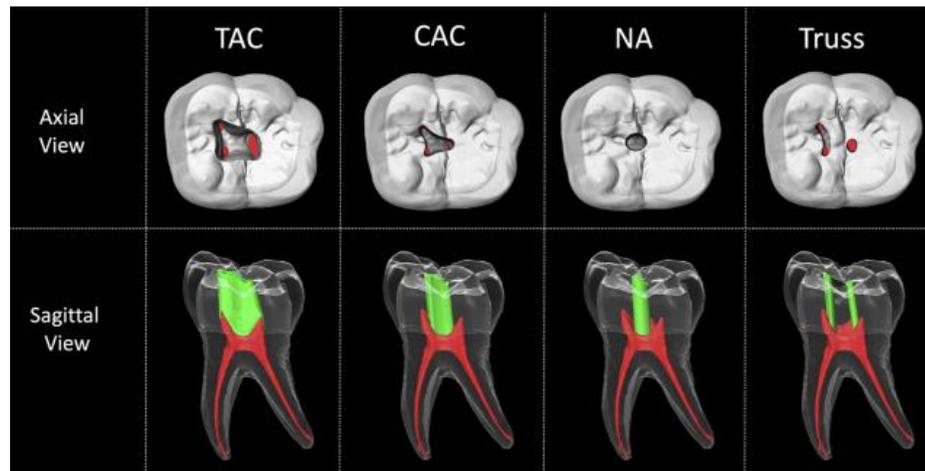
Una ilustración de microtomografía computarizada de un primer molar mandibular que muestra preparaciones de cavidades de acceso tradicionales, conservadoras y ultraconservadoras. El acceso se presenta desde las vistas oclusal y bucal. Las áreas verdes representan la estructura dental eliminada durante la preparación del acceso.¹²
